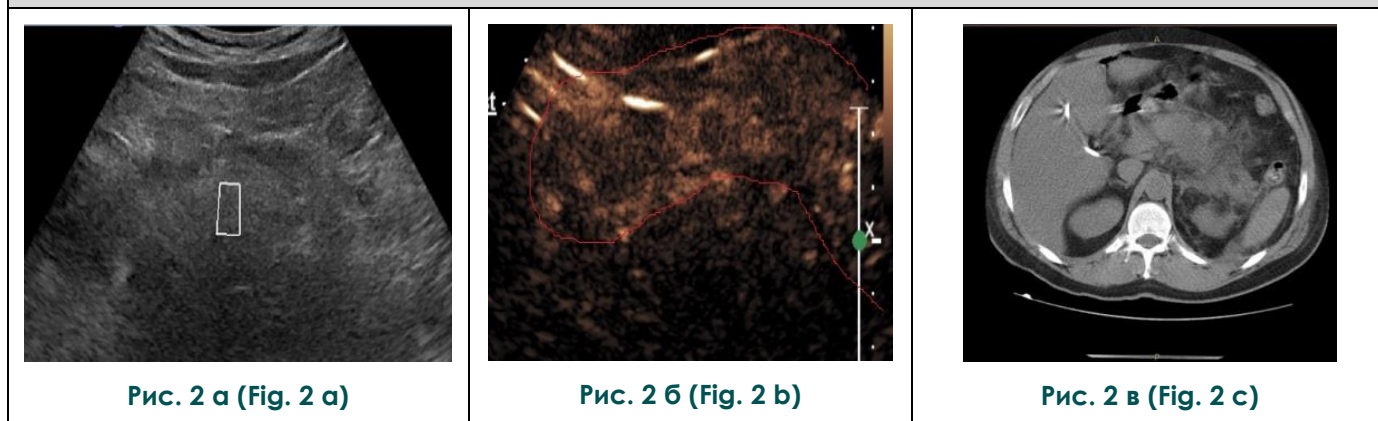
Сонограммы поджелудочной железы в В-режиме (а, б), МСКТ (в).
